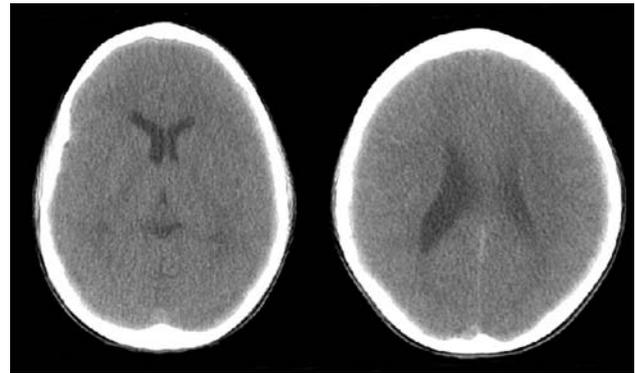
Tomografía anatómica: asimetría ventricular derecha.
